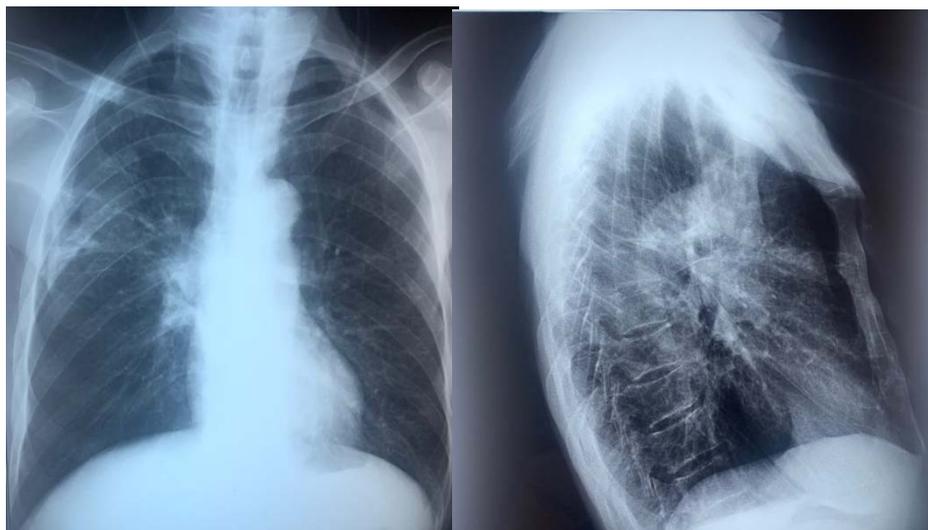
Radiographie thoracique de face et de profil :
